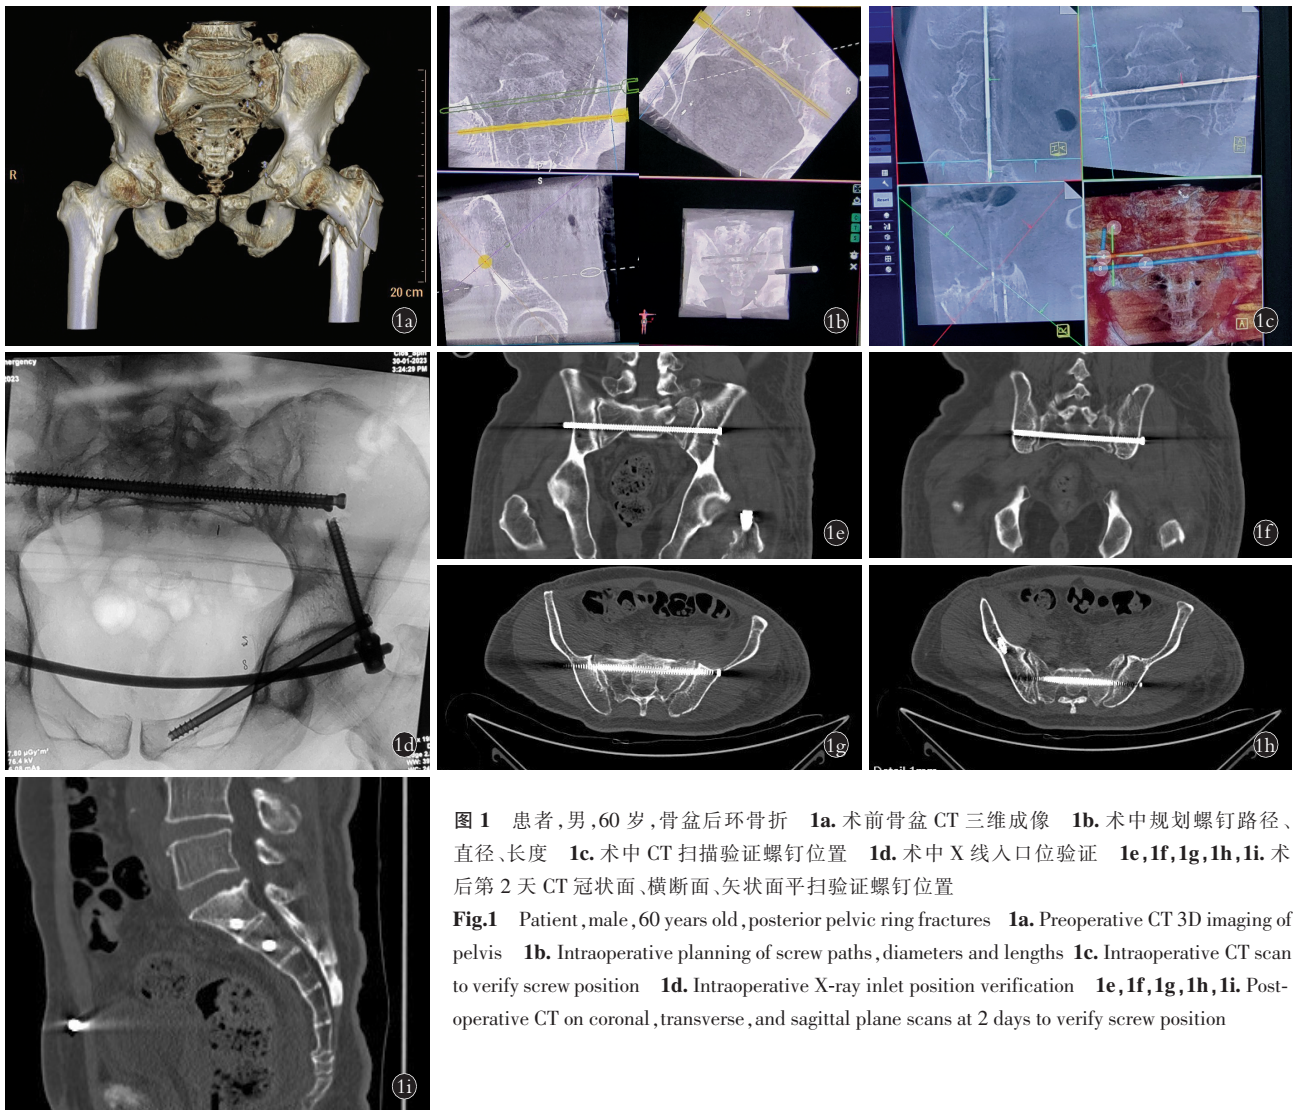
患者,男,60 岁,骨盆后环骨折 1a. 术前骨盆 CT 三维成像 1b. 术中规划螺钉路径、直径、长度 1c. 术中 CT 扫描验证螺钉位置 1d. 术中 X 线入口位验证 1e,1f,1g,1h,1i. 术后第 2 天 CT 冠状面、横断面、矢状面平扫验证螺钉位置
